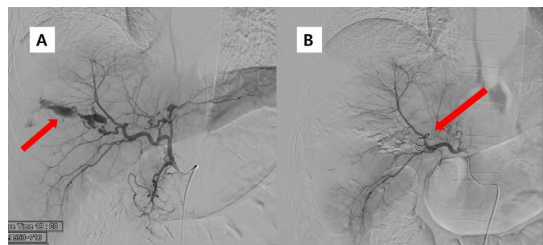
Emergency angiography was done without computed tomography (CT) (A) Massive extravasation from the branch of the right hepatic artery was observed. (red arrow) (B) The coil embolization for the posterior branch of the right hepatic artery was performed. (red arrow)
